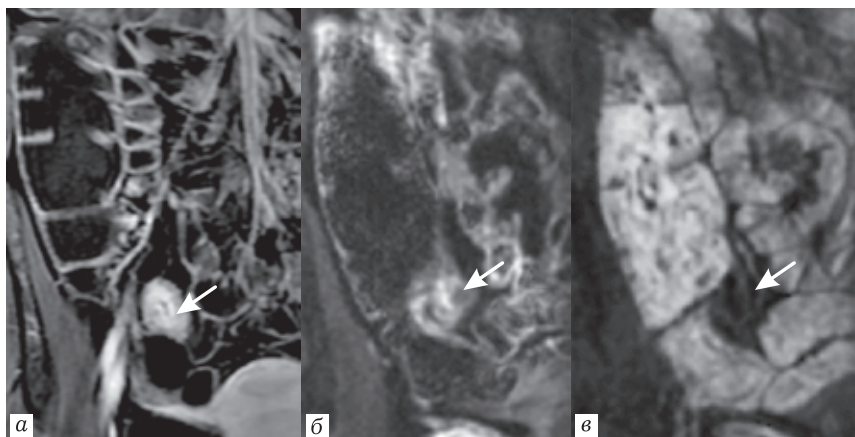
Пациентка Ц., 28 лет, болезнь Крона, терминальный илеит, активная фаза: *а* — на постконтрастной T1-ВИ FS определяется выраженное утолщение стенки терминального отдела подвздошной кишки с признаками мукозного контрастирования; *б* — повышение интенсивности сигнала пораженного участка кишки на DWI-Focus (b800) с признаками рестрикции диффузии на ADC (*в*)
